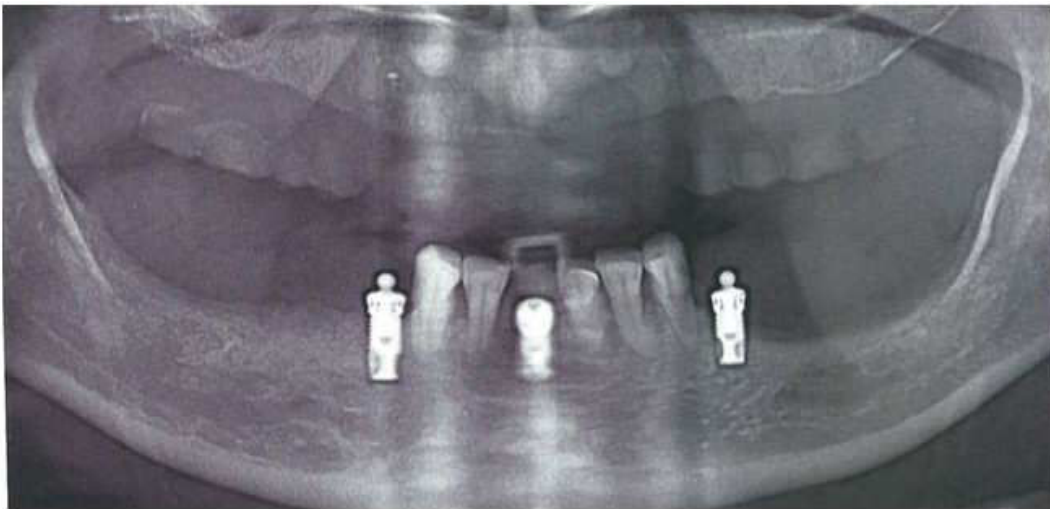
Radiographie panoramique dentaire du cas clinique n°1 avec les implants en place (source : Taddéi et Waltmann, 2010)
